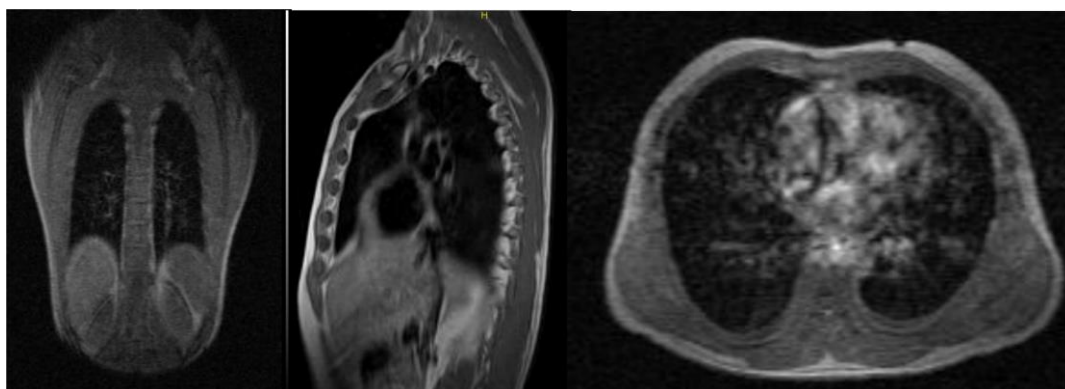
Resonancia magnética nuclear de columna cervico-dorsal
